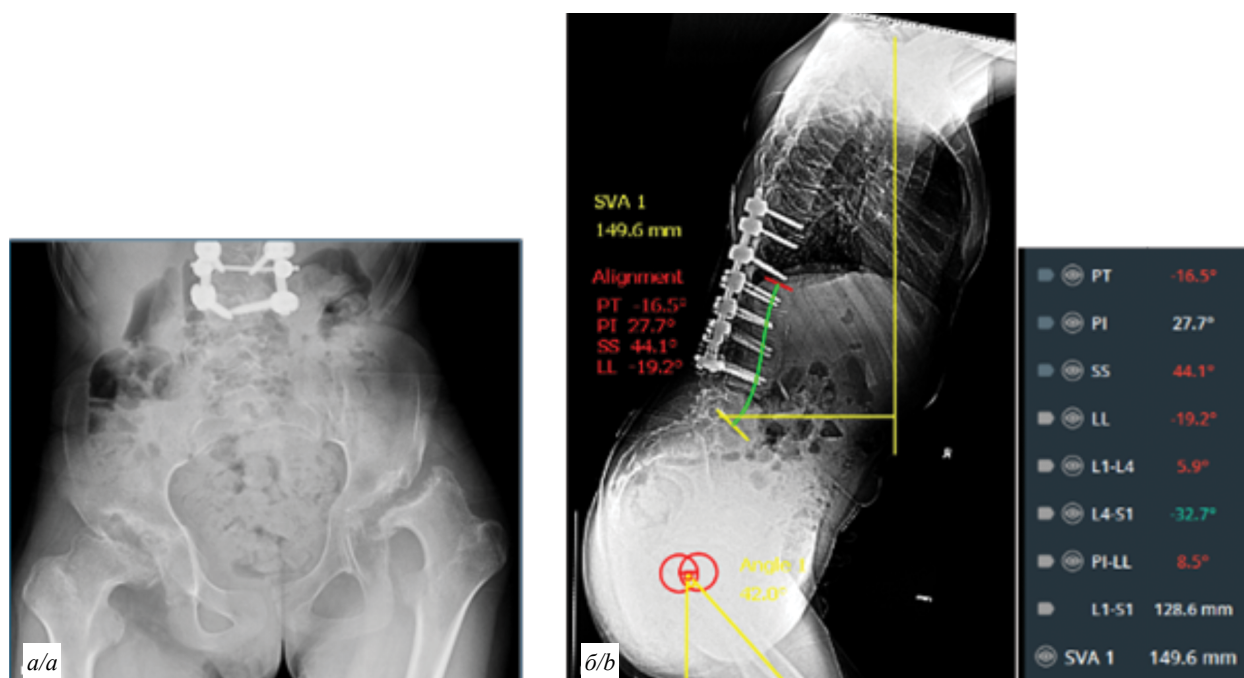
Рентгеновская оценка поражения ТБС (а) и сагиттального дисбаланса туловища (б) при госпитализации в 2018 г.
